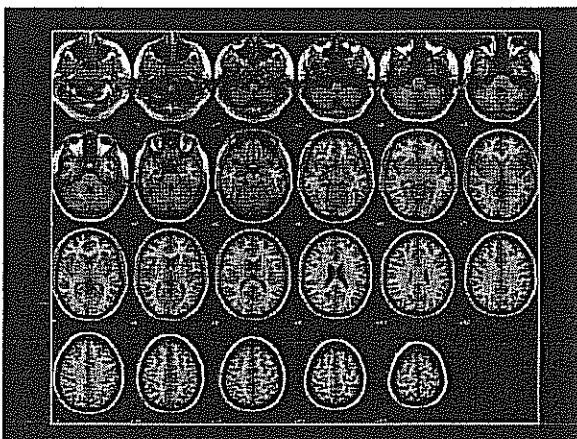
Visualizzazione della sezione trasversale dell'encefalo. L'immagine anatomica mostra l'ottima risoluzione spaziale della RM per la valutazione morfologica del tessuto cerebrale (corteccia cerebrale e strutture sottocorticali)
